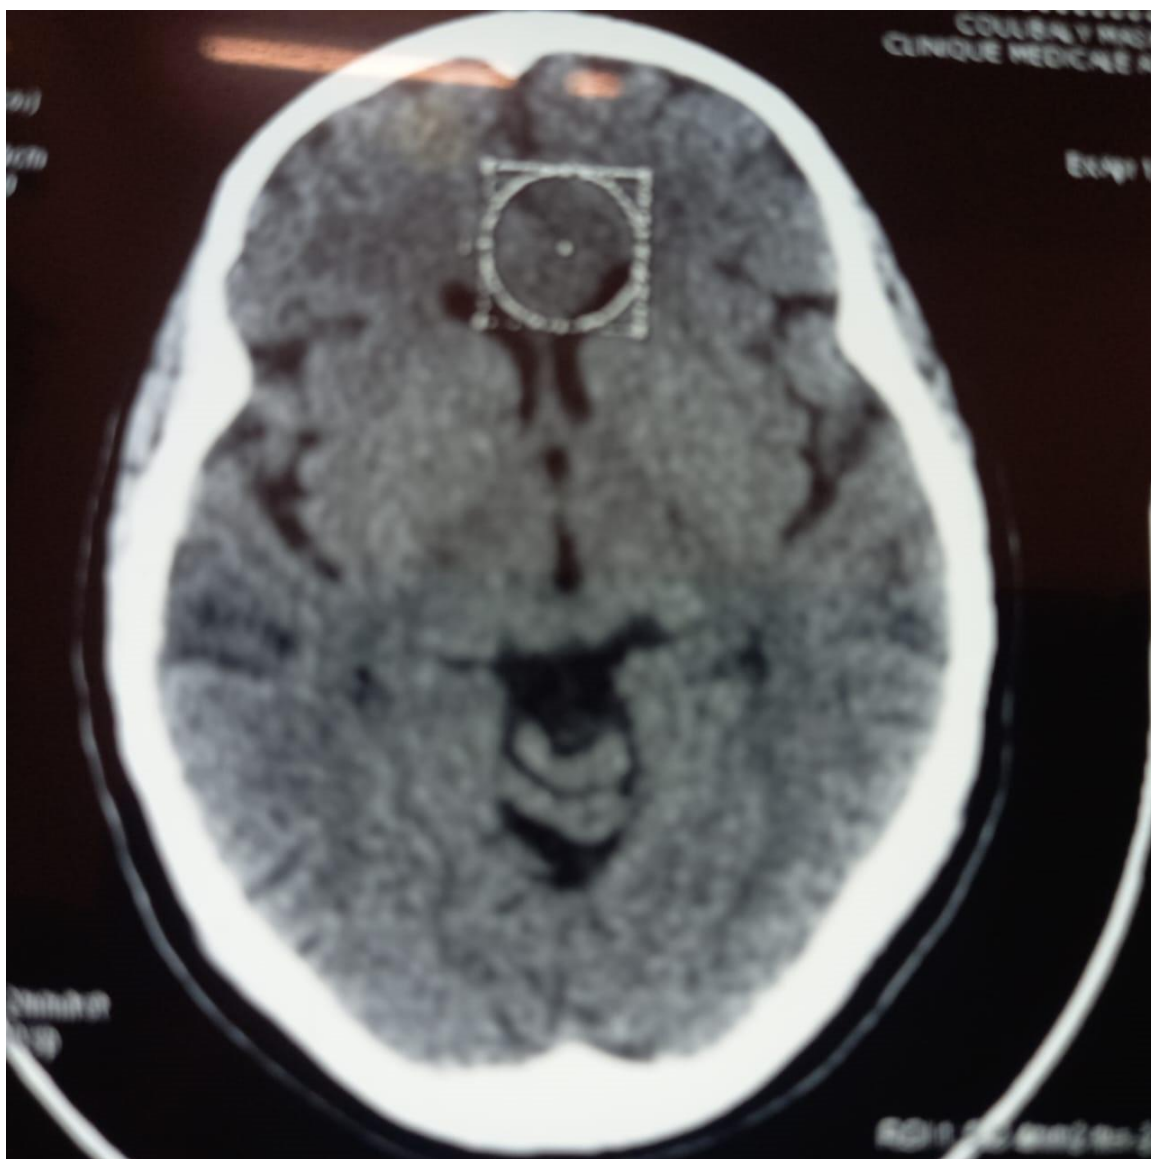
TDM crâno-encéphalique : coupe axiale en fenêtre parenchymateuse objectivant une hypodensité du corps calleux (cercle) évoquant un AVC ischémique.
